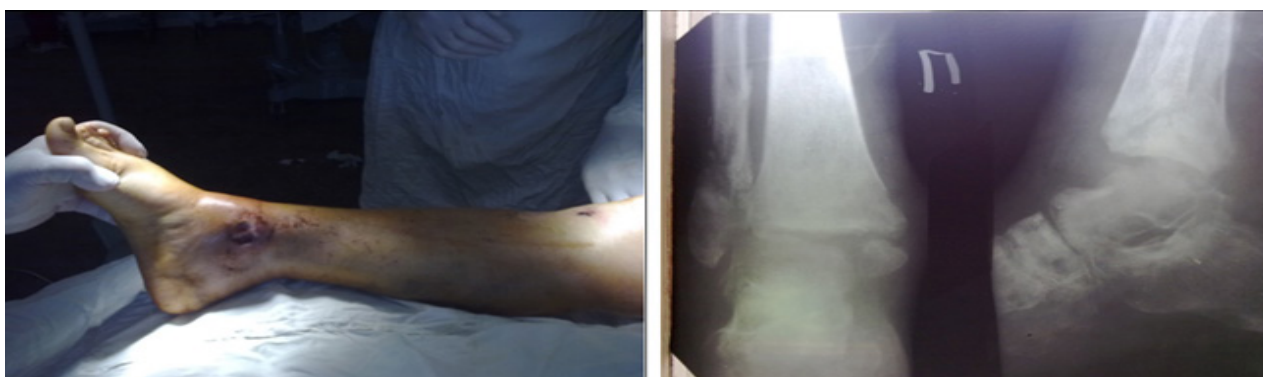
Гнійна рана в області правого гомілковоступневого суглобу, на рентгенограмі – перелом обох кісточок, підвивих стопи зовні
